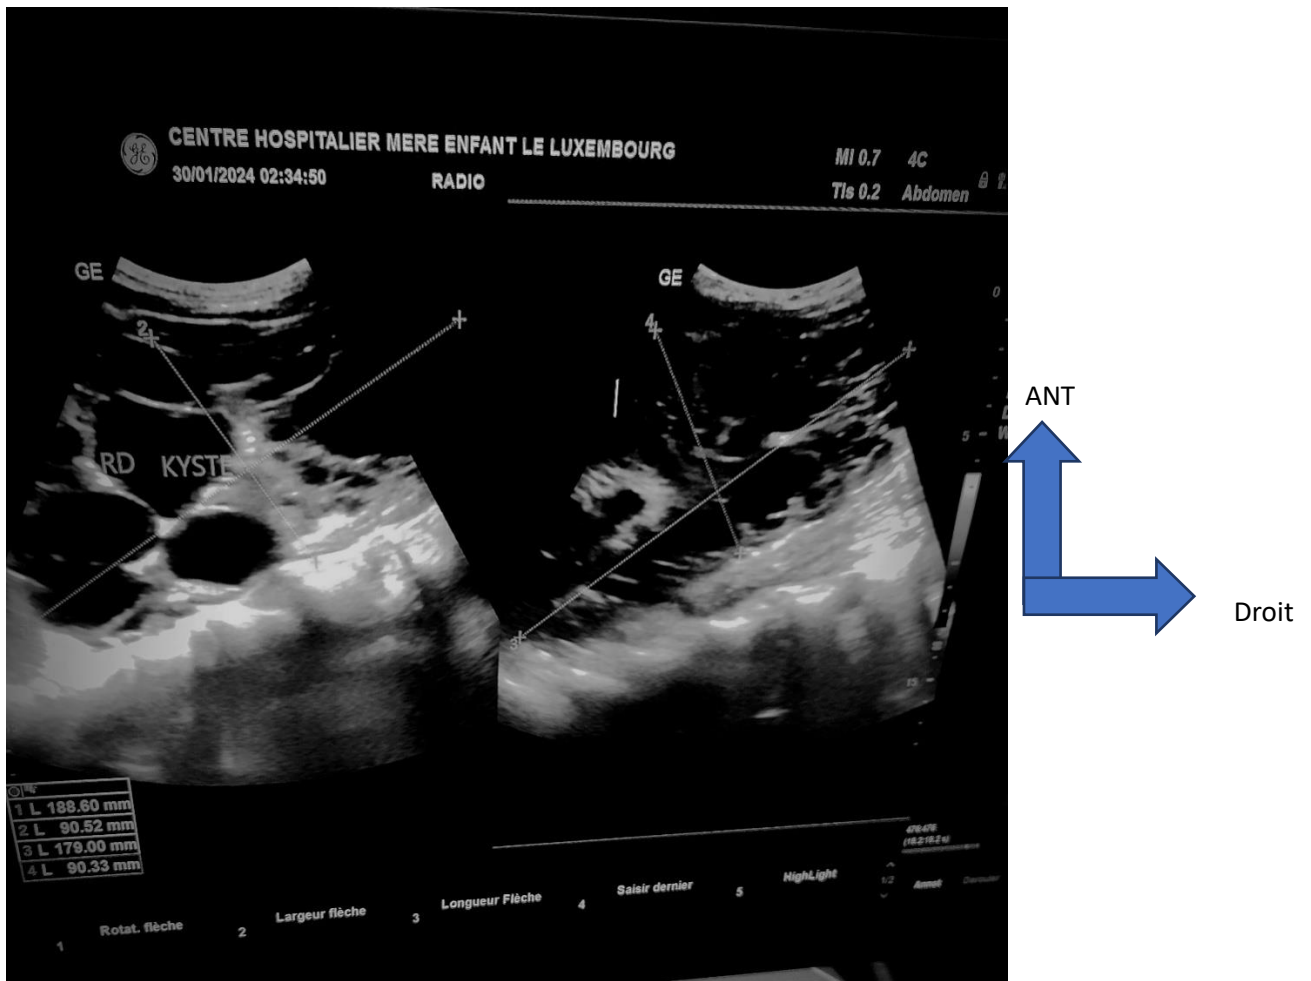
coupe transversale : images échographiques de multiples kystes des deux reins.
